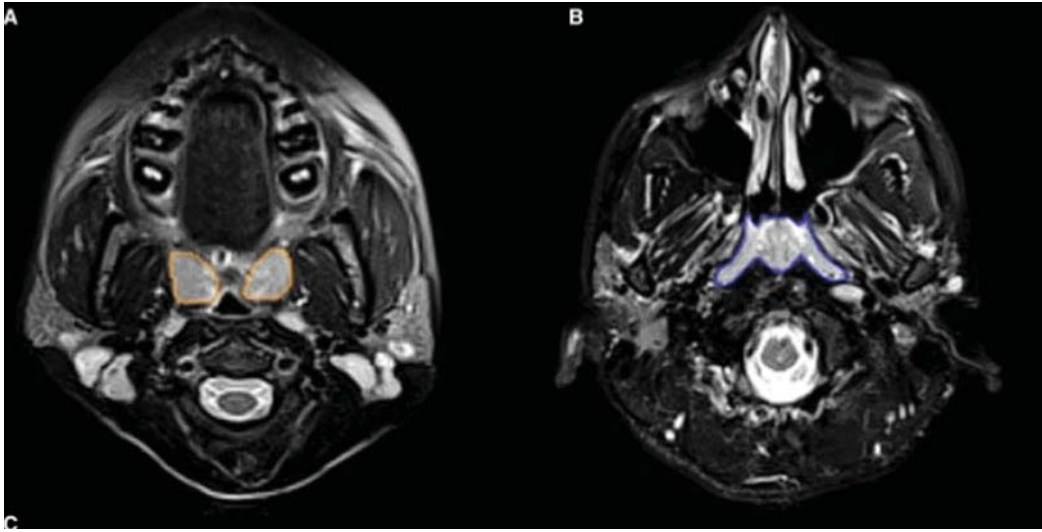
Imagen por RM, cortes axiales en secuencia T2. Tomado de: Schwab et al., (7).
